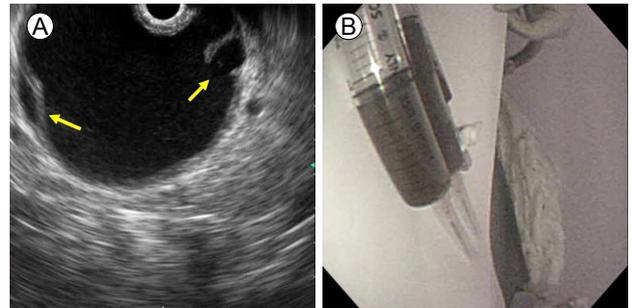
Endoscopic ultrasonography (EUS) showed a 7 cm oligolocular cyst at the tail of the pancreas. The cyst had a “cyst in cyst” pattern (A, arrow). Cystic fluid aspiration was performed using a 22G needle (B).
